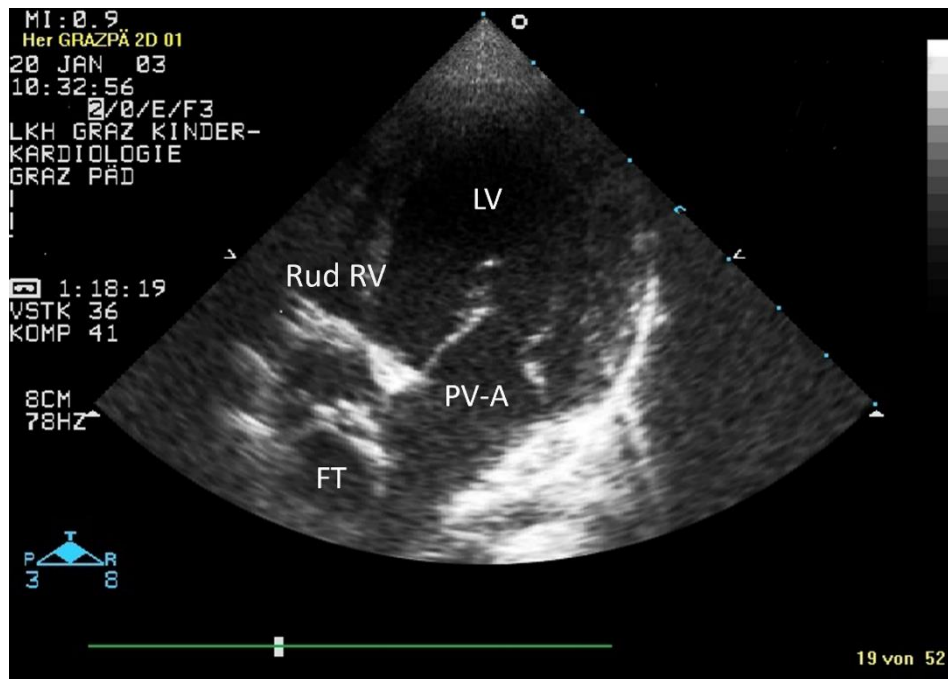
2-d-Echokardiographie einer Trikuspidalatresie (TA) mit totaler cavopulmonaler Konnektion (TCPC) und Fontantunnel (FT), linker Ventrikel (LV), rudimentärer rechter Ventrikel (rud RV), pulmonalvenöses Atrium (PV-A). Klinische Abteilung für pädiatrische Kardiologie, Medizinische Universität Graz.
